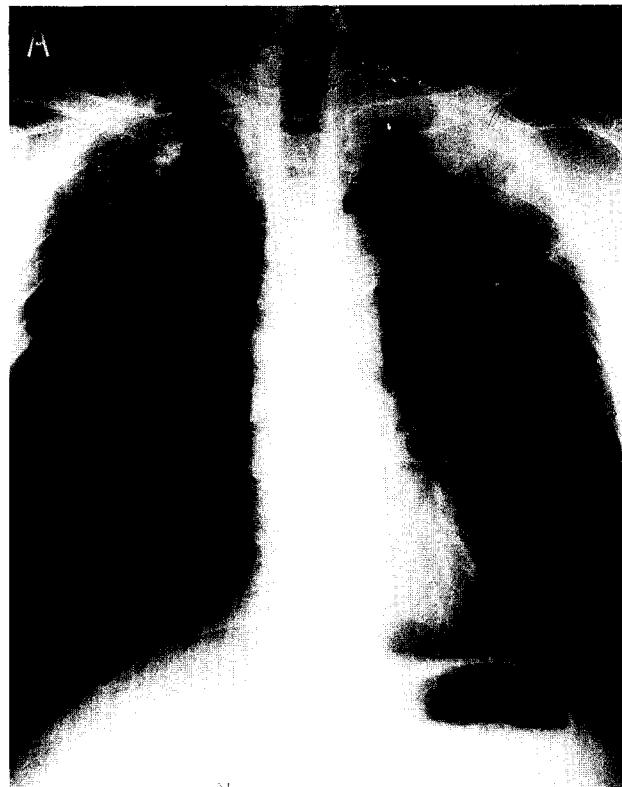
증례 1)의 술전 방사선 치료후.
